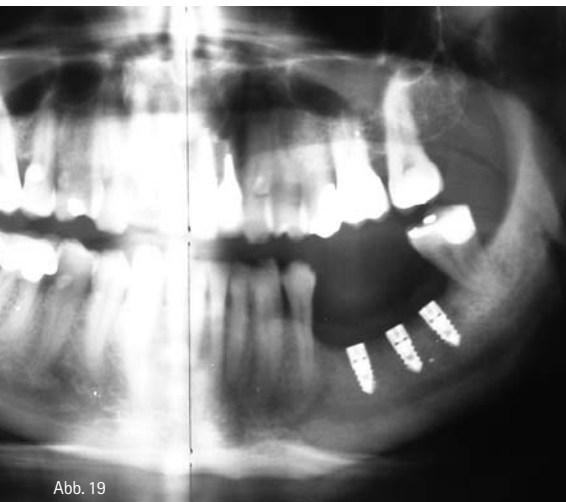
Kontroll-OPG. – Abb. 20: Zustand vor Abdrucknahme. – Abb. 21: Aufgeschraubte Abdruckpfosten. – Abb. 22: Kontrollröntgenbild. – Abb. 23: Abdruckvorbereitung.
